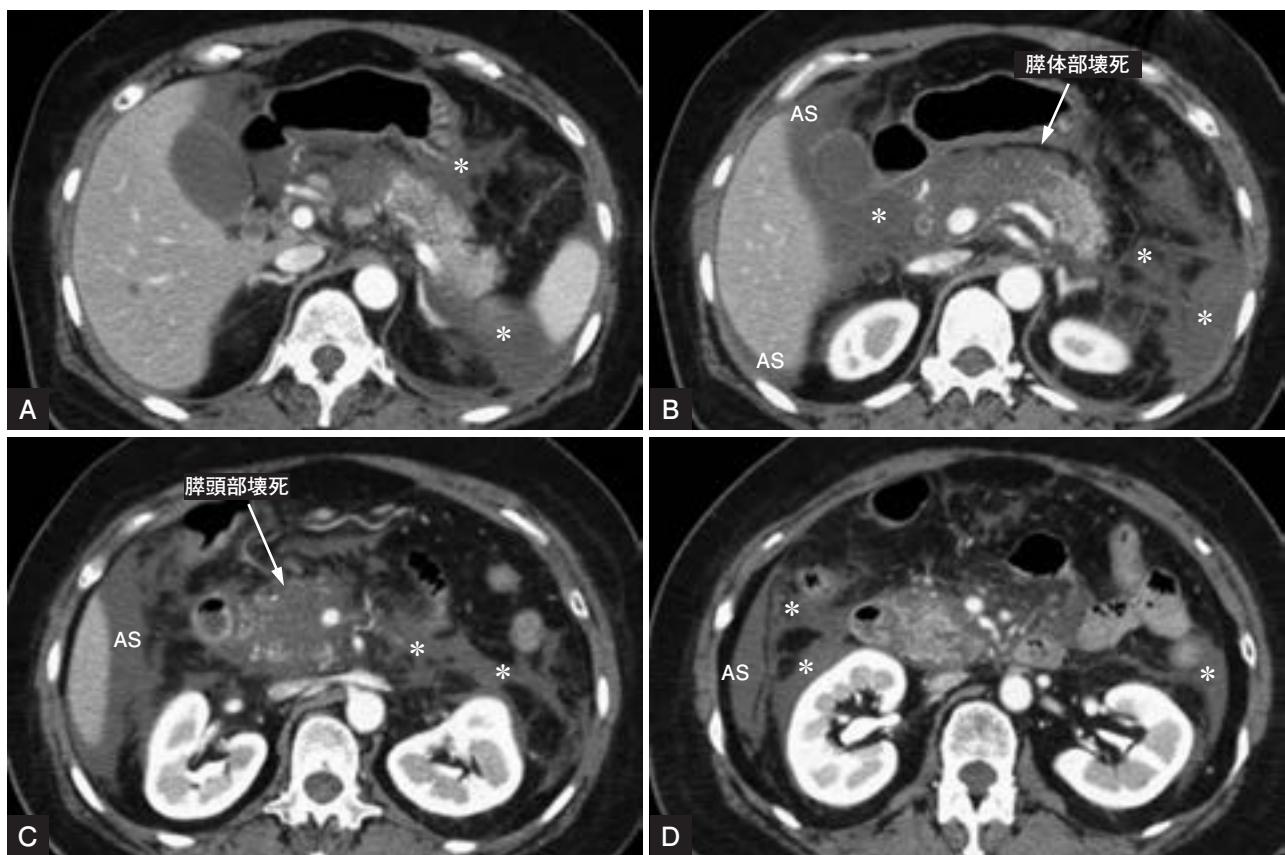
重症急性膵炎（CT Grade 3）（発症3日後）
